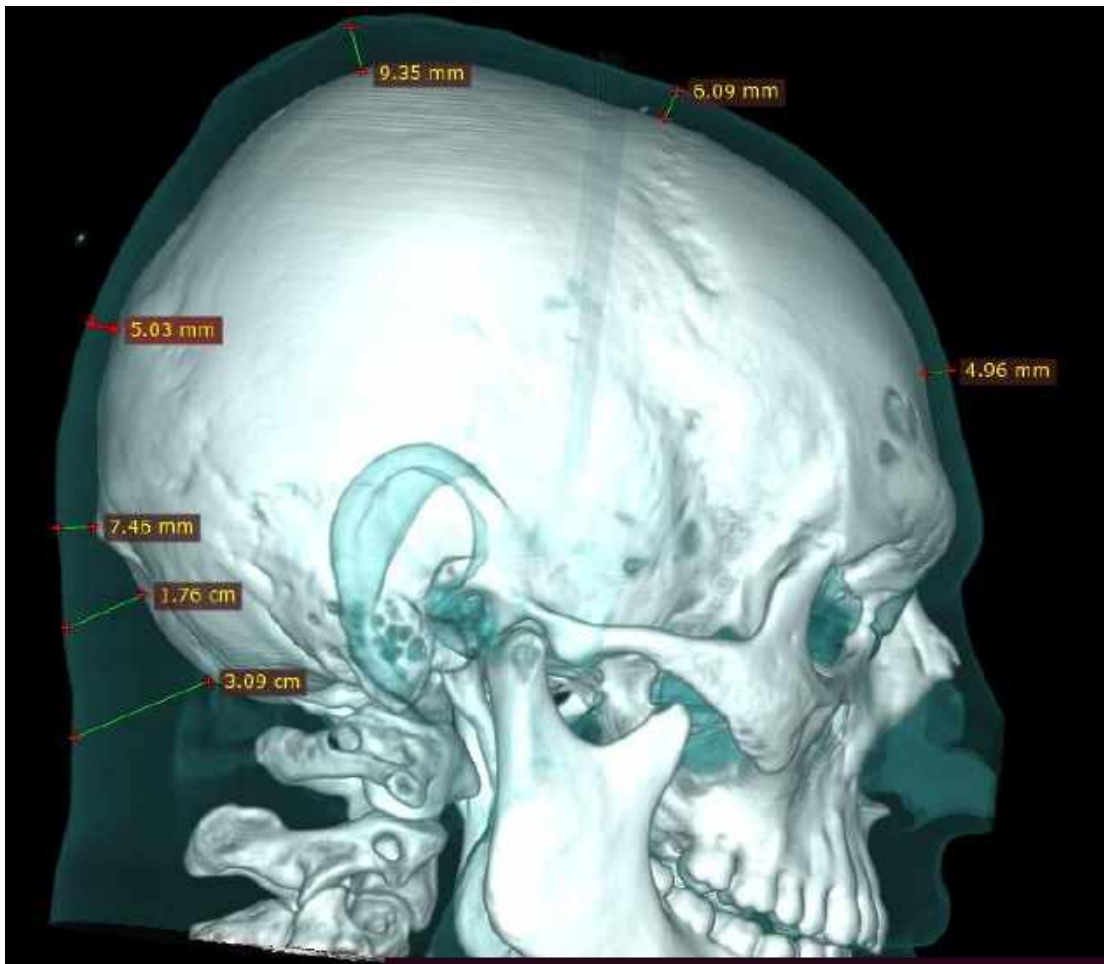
Товщина м'яких тканин склепіння черепа у поранених з вогнепальними сліпими непроникаючими уламковими пораненнями, при МСКТ-дослідженні в програмі 3D skin [54].
